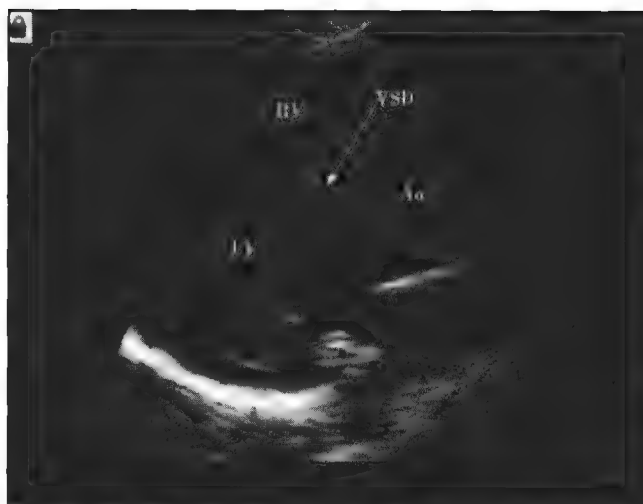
法洛三联症胸超声心动图胸骨旁长轴切面图
